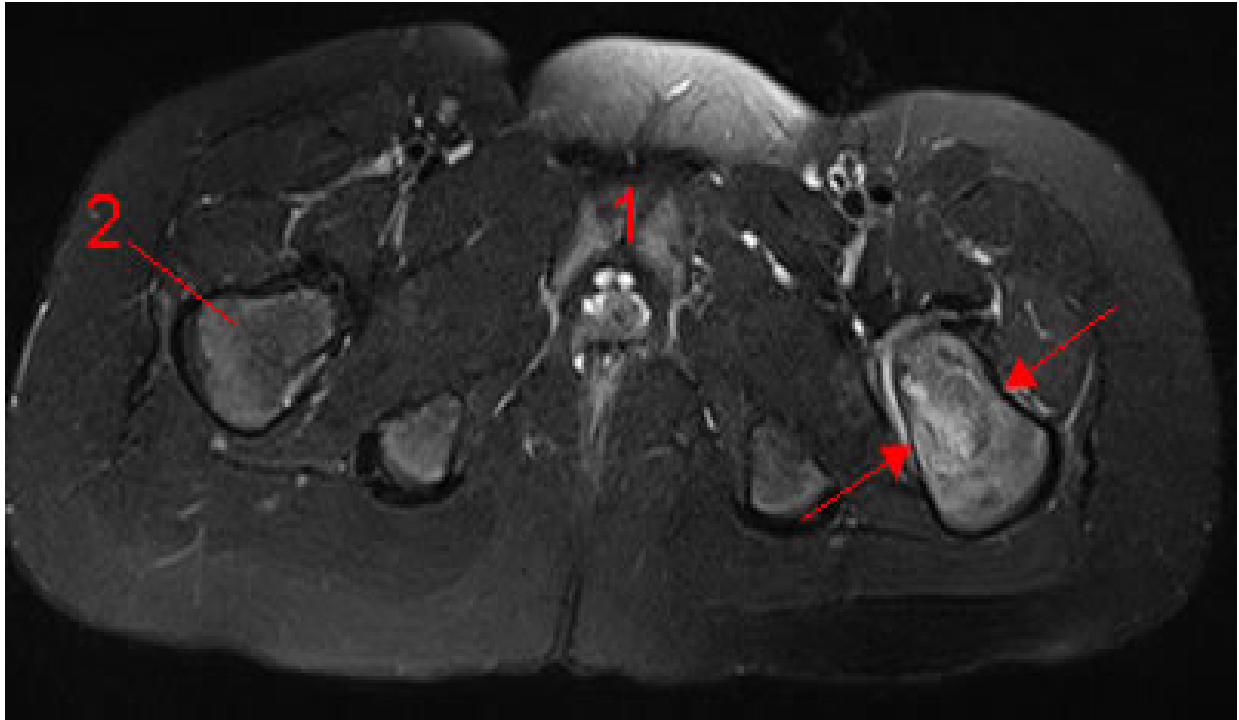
IRM montrant un hypersignal du col fémoral/fémur proximal gauche (flèche).(12)
